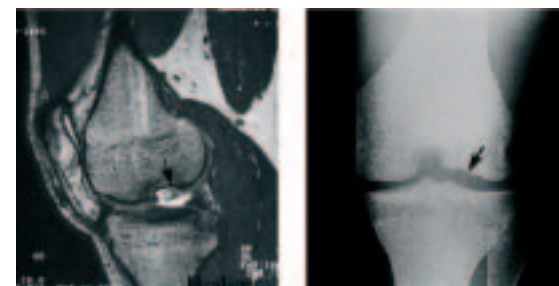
(A) 大腿骨顆の離断性骨軟骨炎のMRI像(側面像)。(B) 大腿骨外側顆の離断性骨軟骨炎を示すX線写真
